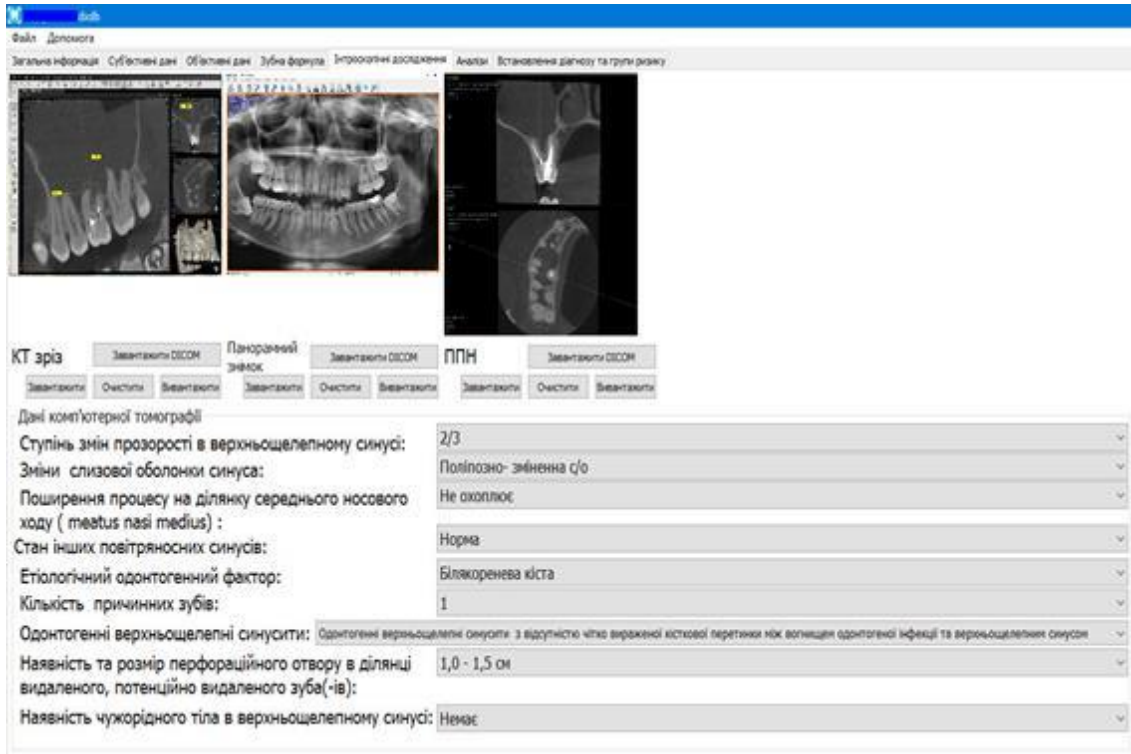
Вигляд інтерфейсу комп'ютерної програми з розділу «Інтроскопічні дослідження», редагування рентгенографічних даних.
